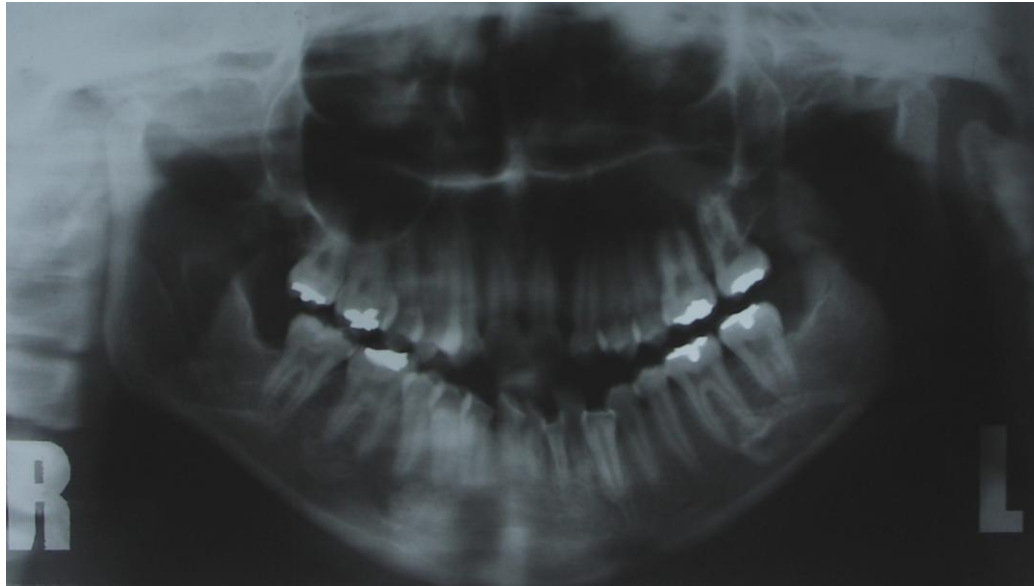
Radiografía panorámica inicial. Abril 2005
